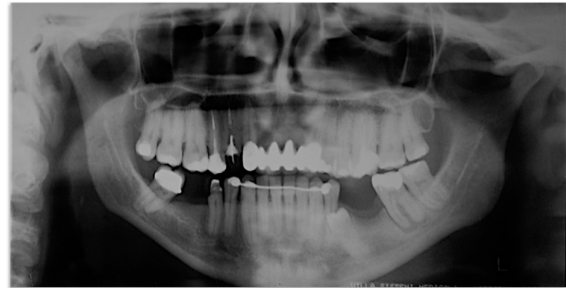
Foto inicial e Radiografia panorâmica tomografia inicial, de como a paciente compareceu na clínica. Nota-se a prótese gengival removível de resina acrílica e a perda óssea anterior.
